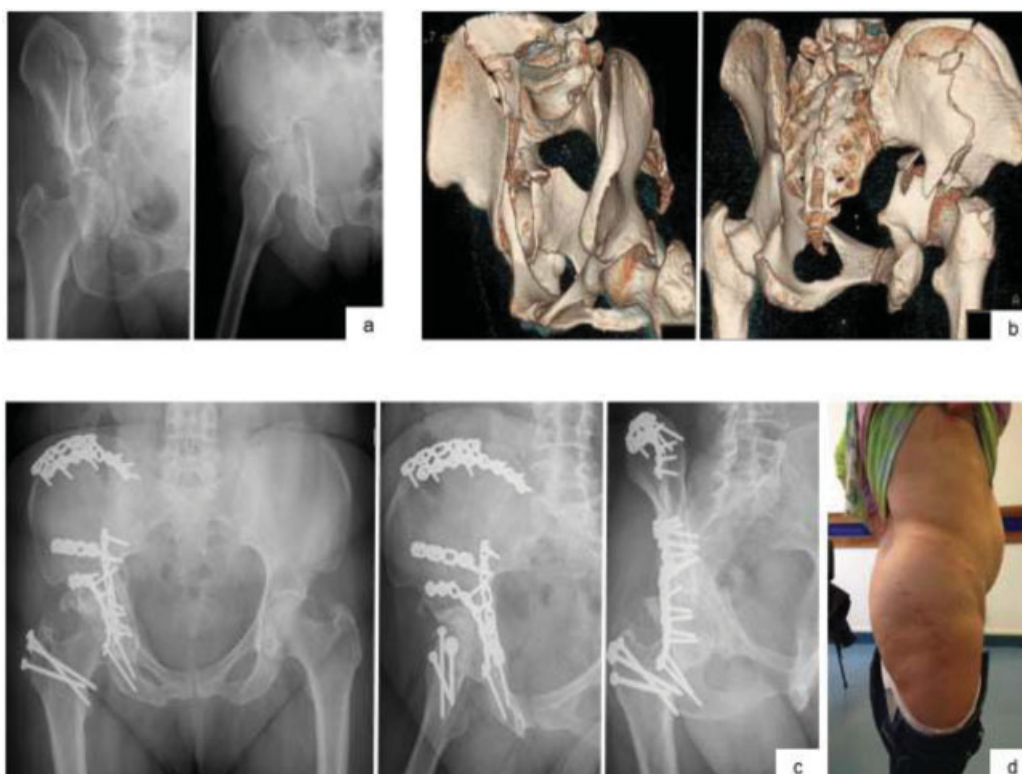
Imagens de radiografias nas incidências obturadora e alar, com típico sinal do esporão na primeira imagem (a) Reconstruções 3D (b) Controle radiológico nas incidências *inlet*, alar e obturadora ao 3° ano de pós-operatório(c) Fotografia da paciente com cicatrizes das vias utilizadas (d).
